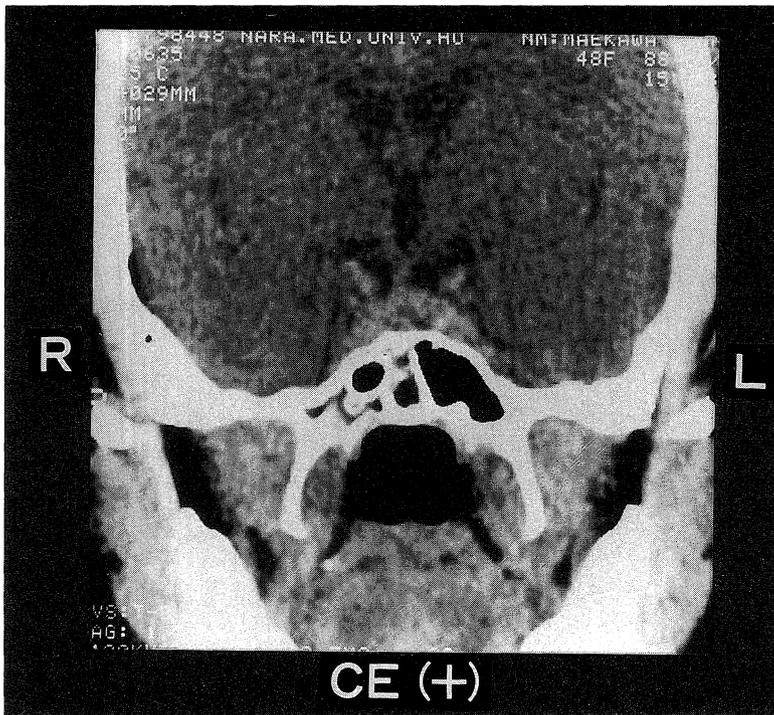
Case 2. Contrast enhancement CT scan shows slightly low density area on the left side of the sella, and deviation of pituitary stalk to right.
